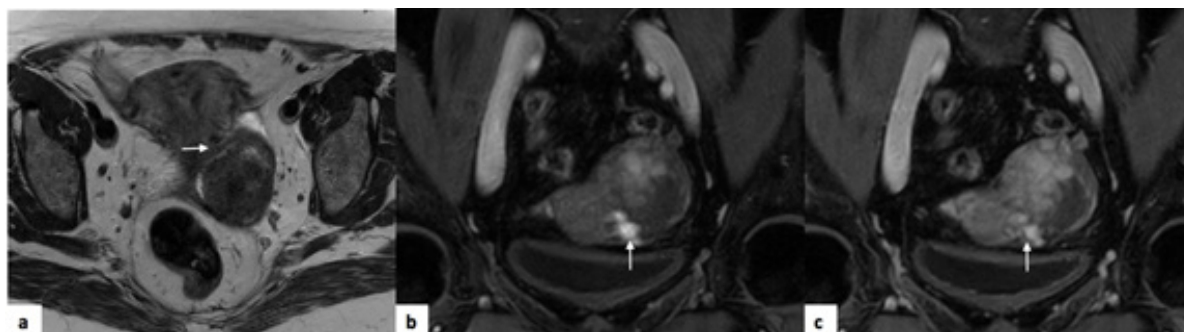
Leiomioma uterino subseroso. RM pélvica de mulher de 64 anos. (a) Sequência axial T2 onde é possível observar discreto vazio de sinal correspondente ao trajecto de estruturas vasculares entre a lesão e o útero (“bridging vessel sign”) – seta. Estas estruturas vasculares são melhor visualizadas nas sequências coronais T1 com saturação de gordura, após contraste ev (b) e (c) – setas.
